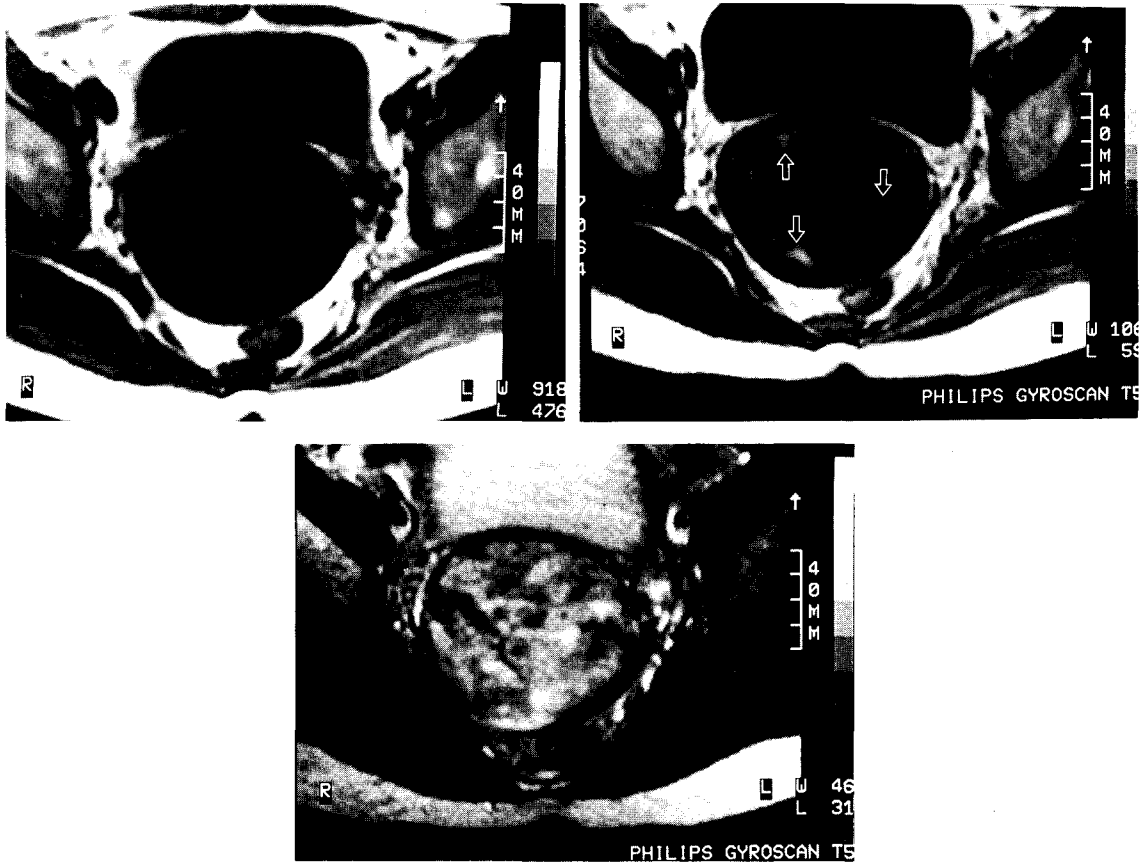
A 25-year-old patient with leiomyosarcom. On T1-weighted axial image(a) the uterus is markedly enlarged and the mass shows homogeneous isosignal intensity to muscle. On enhanced T1-weighted image(b) spotty contrast enhancement(↑) is noted, but most portion of the mass still shows isosignal intensity to muscle. On T2-weighted image(c) most portion of the mass shows inhomogeneous high signal intensity.
